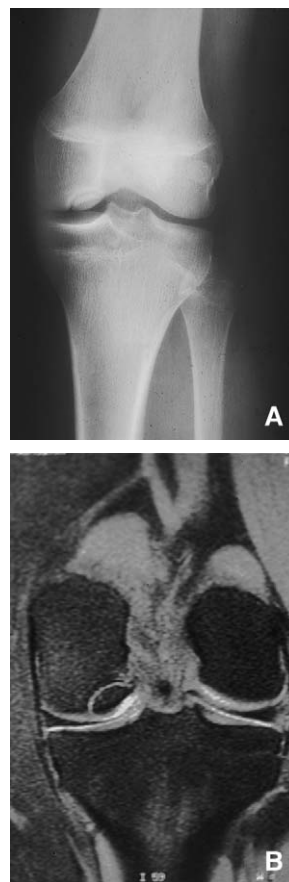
Aspect radiographique (A) et en IRM (B) de séquestre au cours d'une ostéochondrite primitive du condyle interne du genou.
